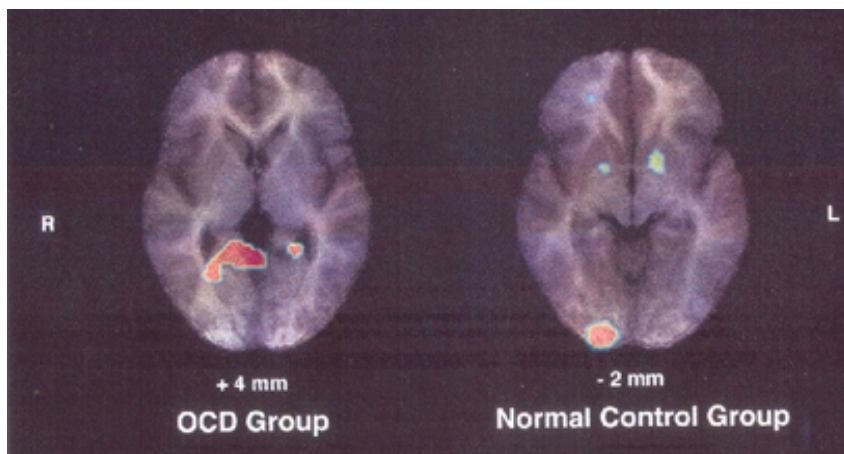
Imagen cerebral PET (Positron emisión topography scanner)
